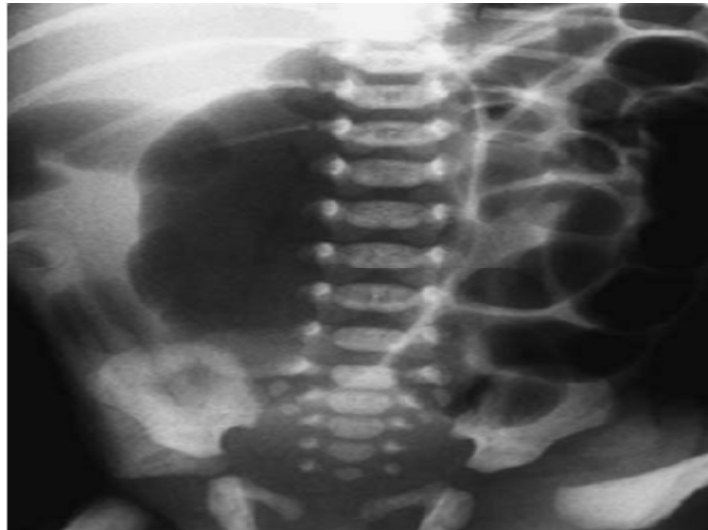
Radiographie sans préparation : Distension digestive très importante avec vacuité pelvienne en rapport avec une atresie colique.
